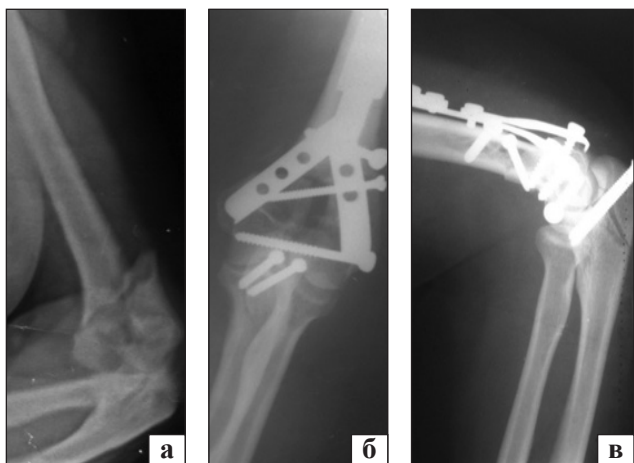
Рентгенограми хворої П.: а) на момент госпіталізації, багатоуламковий над-, черезвиростковий переломи плечової кістки; б, в) після остеосинтезу ПОВ, пряма та бокова проекції
